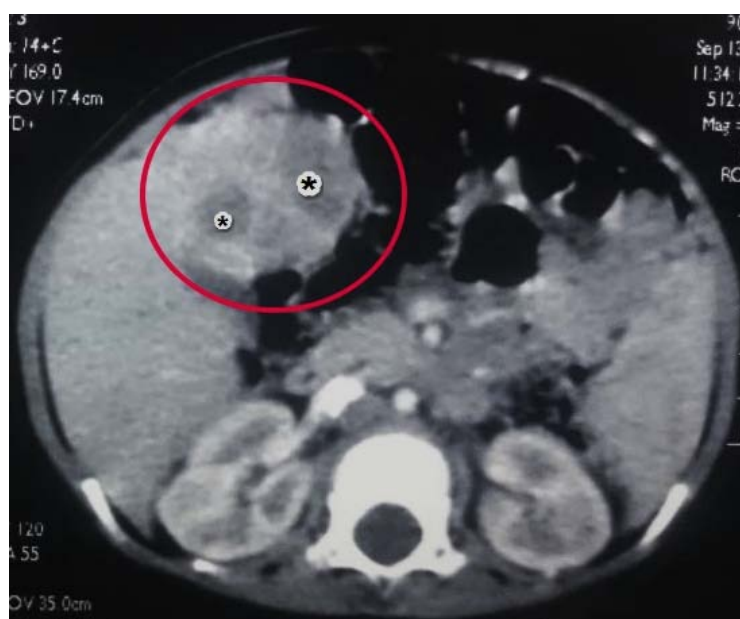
TDM de la même patiente (ci-dessus) après injection de PDC, rehaussement hétérogène avec apparition de zones de nécrose intra lésionnelles (étoiles).
